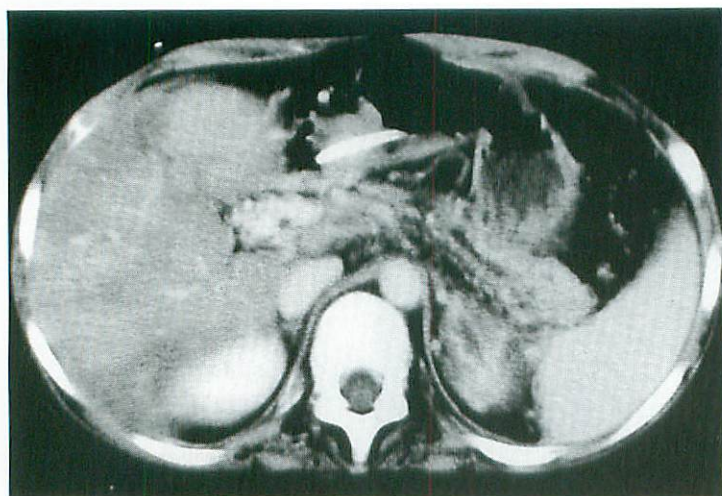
Disappearance of pseudocyst on follow-up CT
